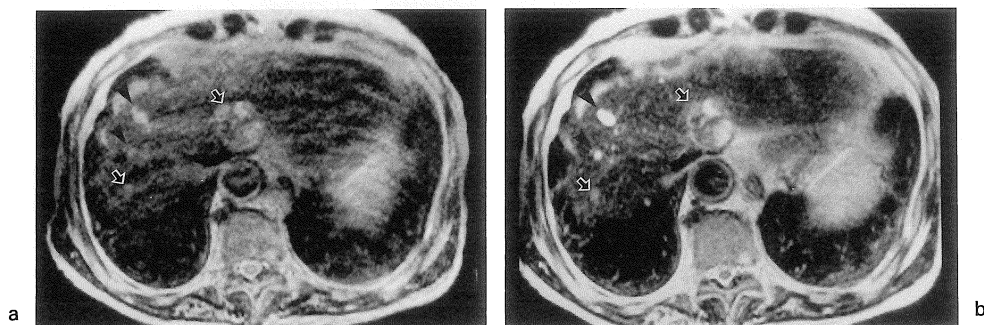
CSE (a) and RT-TSE (b) MR images in a patient with HCCs in S2 (30 mm in diameter) and S7 (9 mm in diameter).
